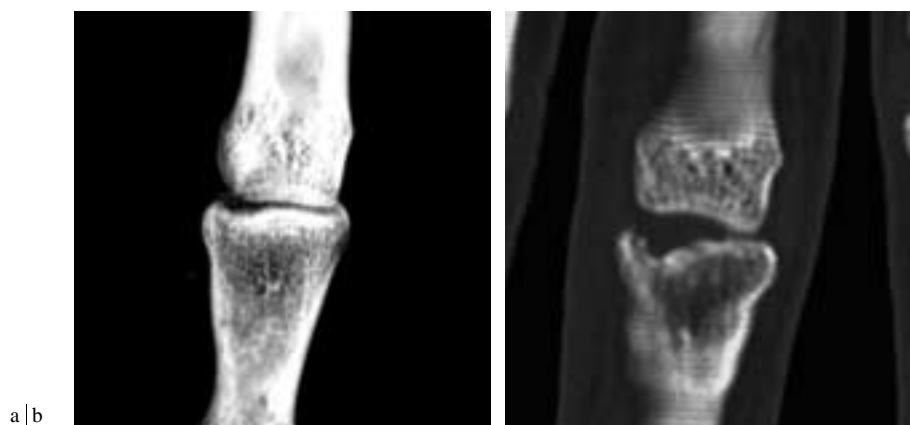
Fracture latérale. a) Radiographie standard. b) Scanner.
